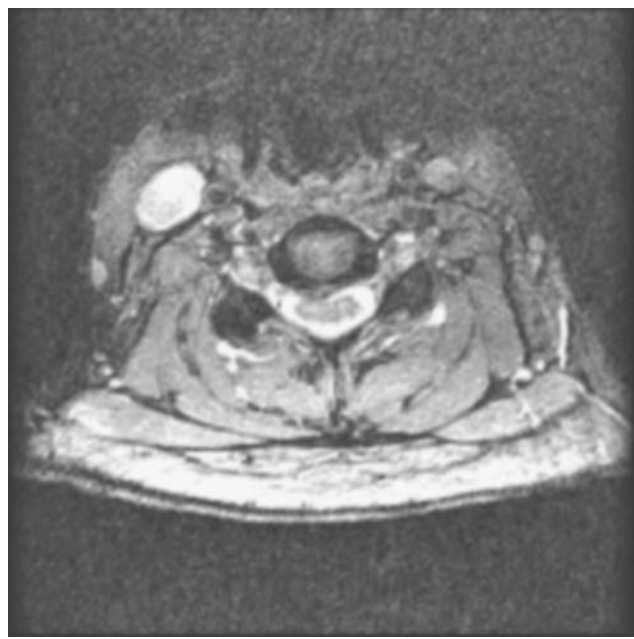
Corte axial de RM a nivel C6-C7 donde se aprecia la presencia de una hernia discal con compromiso del canal y lateralización derecha
